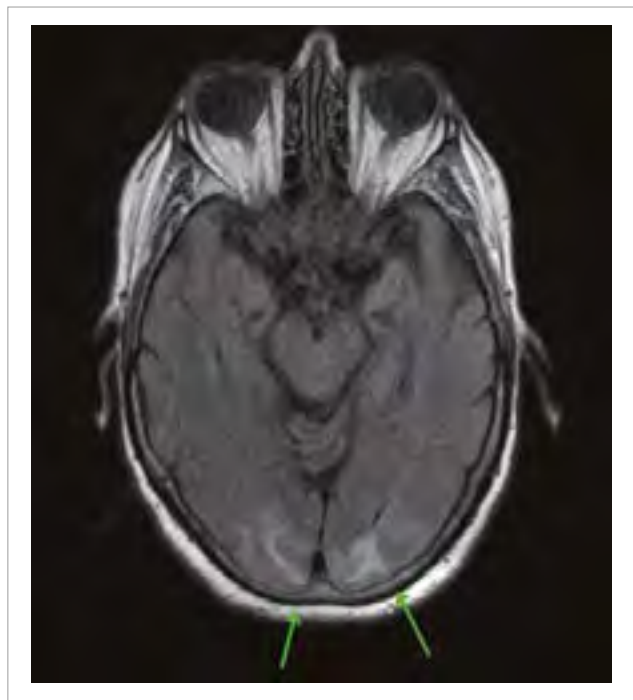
Ressonância magnética: sequências *fluid-attenuated inversion recovery*: áreas focais córtico-subcorticais hiperintensas, correspondendo a edema.
